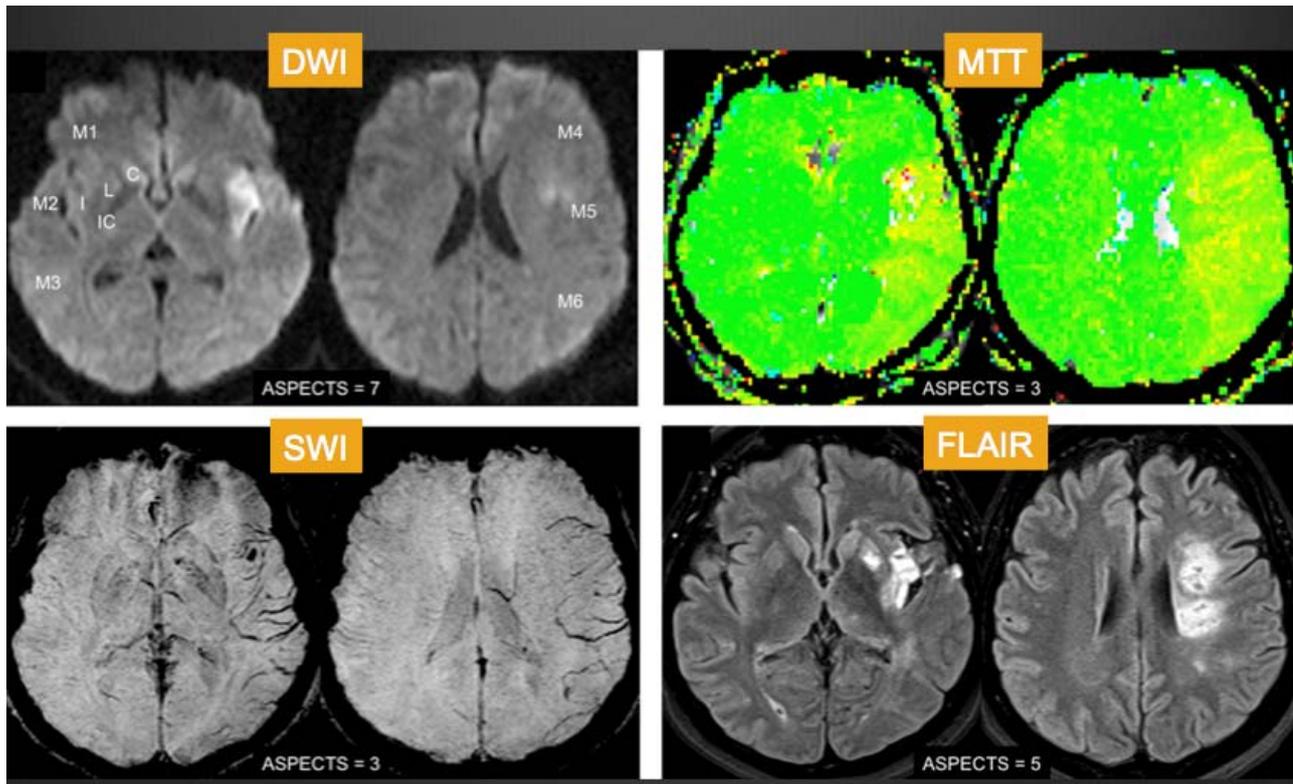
以 ASPECTS 分析不同影像中風區域之大小。
